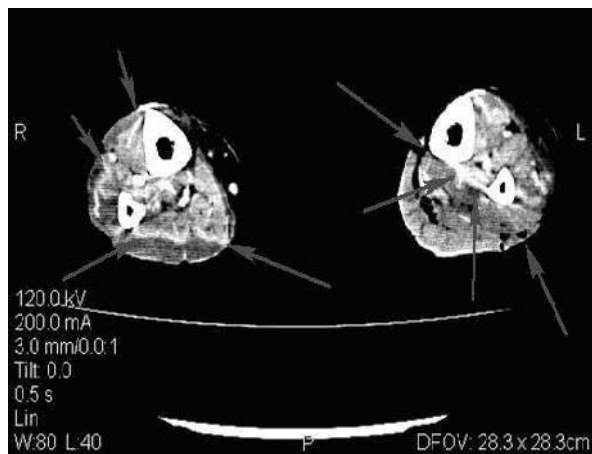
КТ с контрастным усилением обеих голени. Стрелками указаны границы некрозов на фоне МГИСа (циркулярные ожоги).
